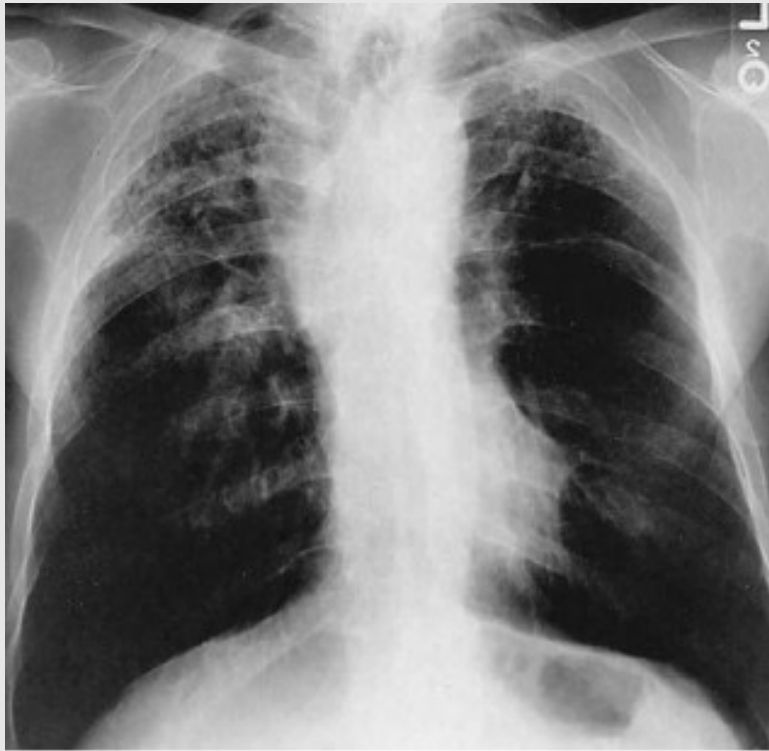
Ankylosing spondylitis. Chest radiograph demonstrating bilateral upper-zone fibronodular infiltrates.
